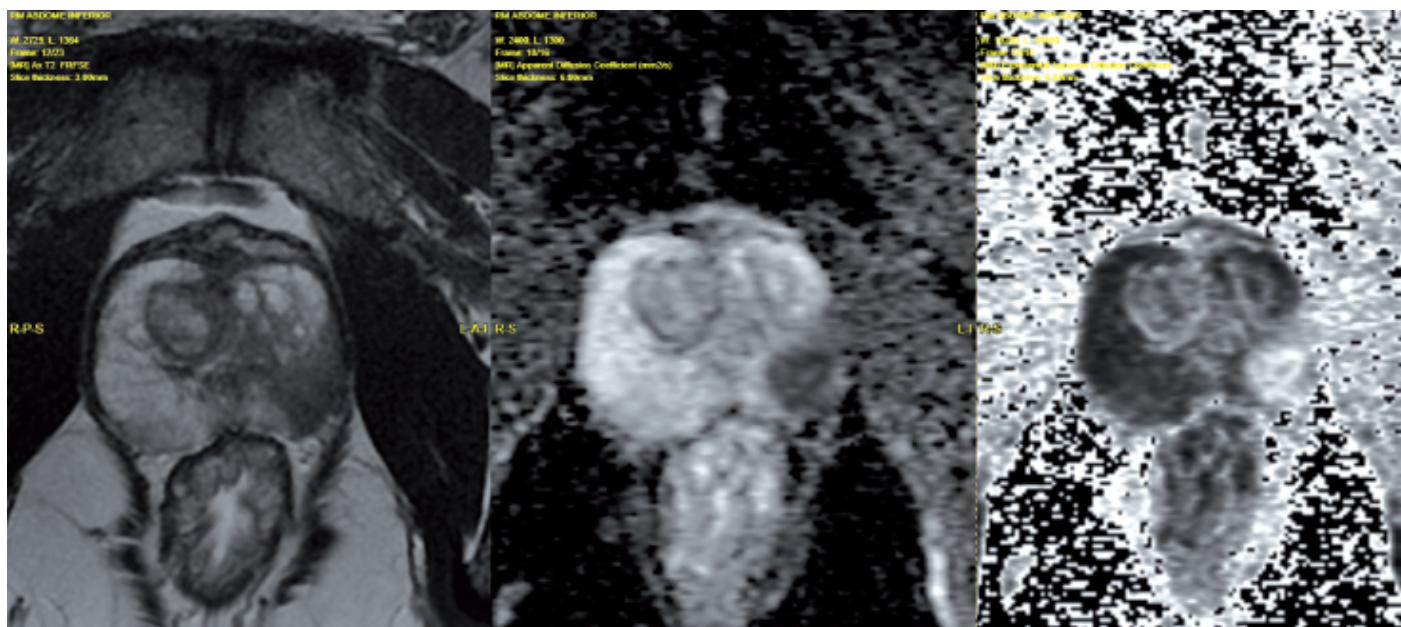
Ressonância magnética (3 tesla), evidenciando nódulo na zona periférica esquerda.
